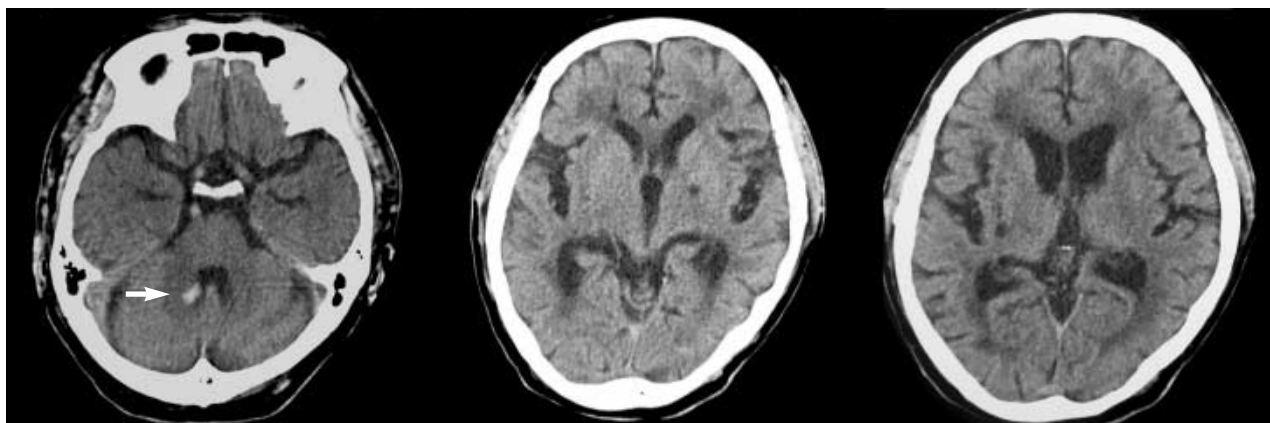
Brain CT of the patient. Brain CT images show right cerebellar hemorrhage (arrow) and lacunar infarction in both basal ganglia.
